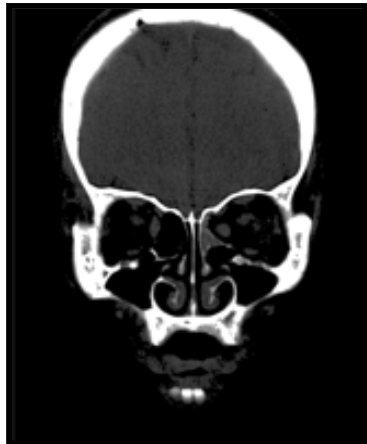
TOMOGRAFÍA COMPUTARIZADA CORONAL. Muestra inflamación y desviación medial<sup>36</sup>
